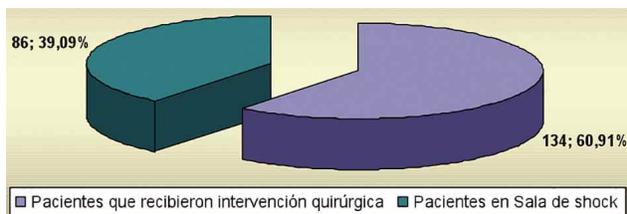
Pacientes con intubación orotraqueal asistida por Ultrasonografía.
